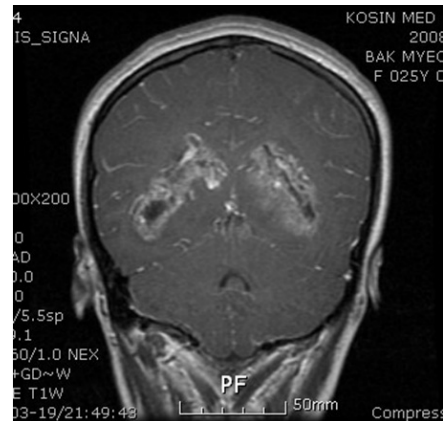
Coronal T1-weighted magnetic resonance image with Gd-DTPA showing diffuse enhancing lesions along the both lateral ventricle, 4th ventricle, cerebellum and mesencephalic cistern
